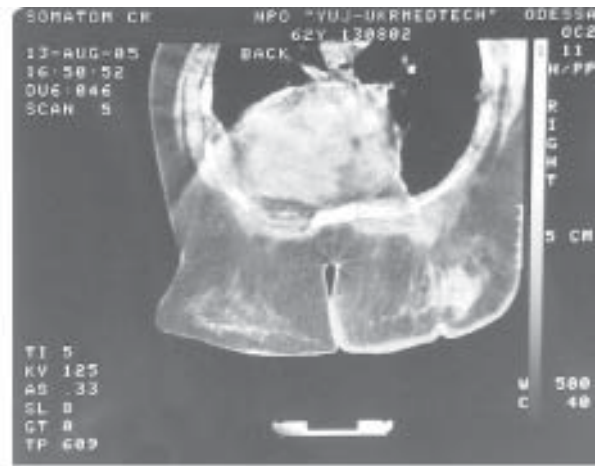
Комп'ютерна томографія молочної залози хворої К., 62 роки. У правій молочній залозі визначається інфільтрація, на фоні якої в центральній зоні є утворення. Від нього у бік грудної клітки спостерігається інфільтрація з ураженням грудного м'яза. Шкіра стовщена до 1 см. Лімфовузли пахвової зони збільшені
